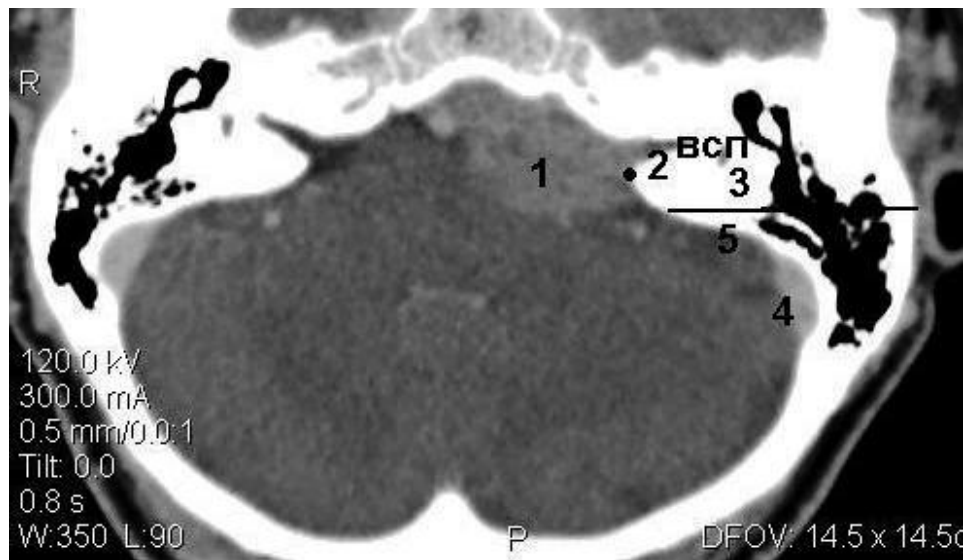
Определение границы резекции сосцевидного отростка на компьютерной томограмме в аксиальной проекции (срез на уровне середины внутреннего слухового прохода): 1 – опухоль; 2 – задний край внутреннего слухового прохода; 3 – зона расположения латерального полукружного канала; 4 – сигмовидный синус; 5 – граница резекции кости
